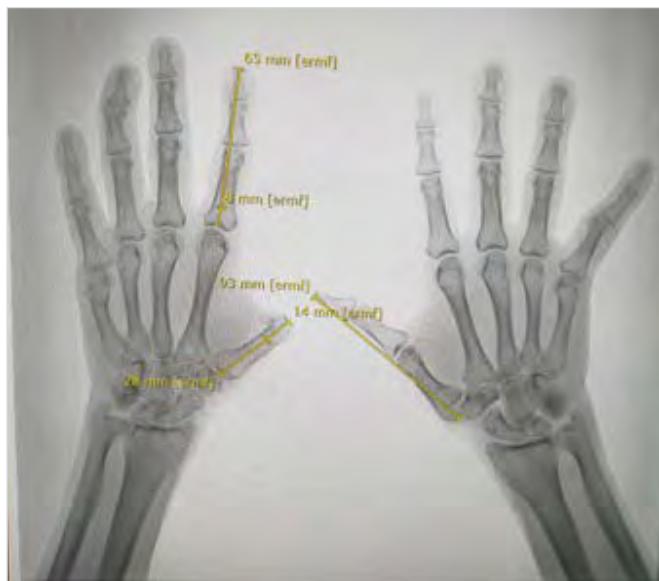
Bilateral X-ray of the hands to plan where to perform the osteotomies for pollicization.
